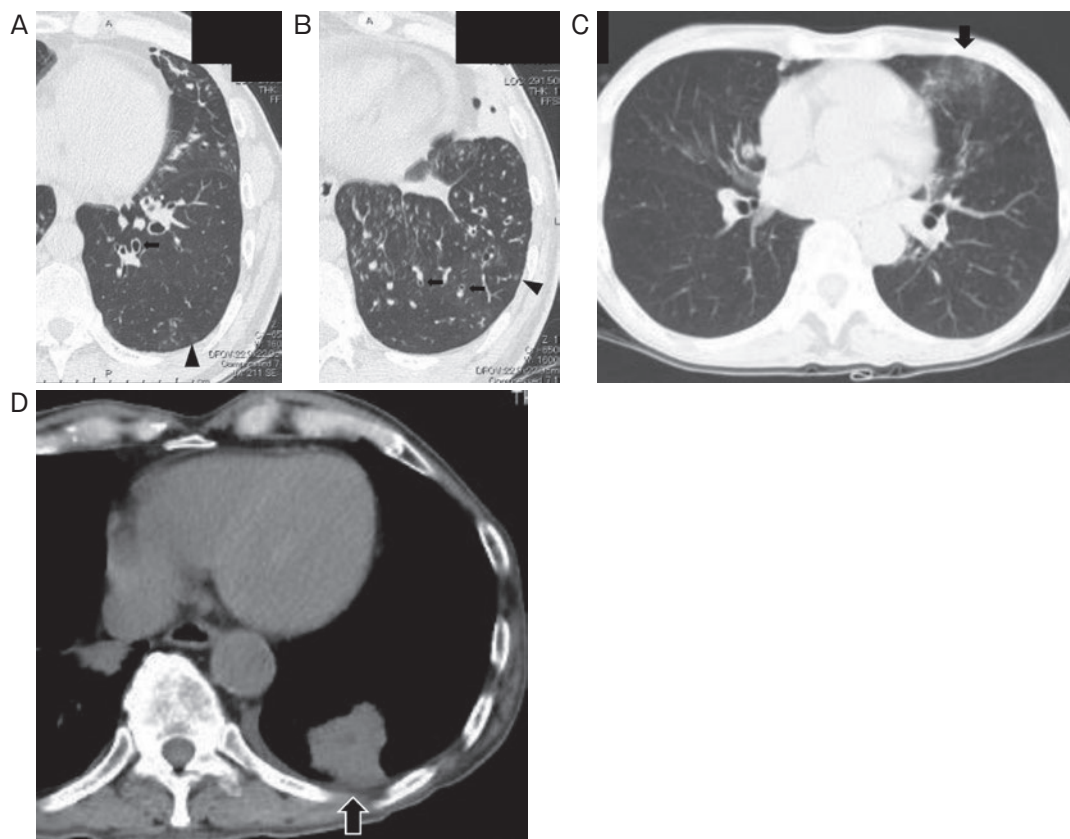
Pasteurella multocida* 肺感染症例の単純 CT. 慢性下気道感染症例では気管支拡張, 気管支壁の肥厚 (矢印), 粒状影 (矢尻) を認めた (A, B). 肺炎例では左舌区に浸潤影 (矢印) を認め (C), 肺化膿症例では内部に低吸収域を有する結節 (矢印) を左下葉に認めた (D).
